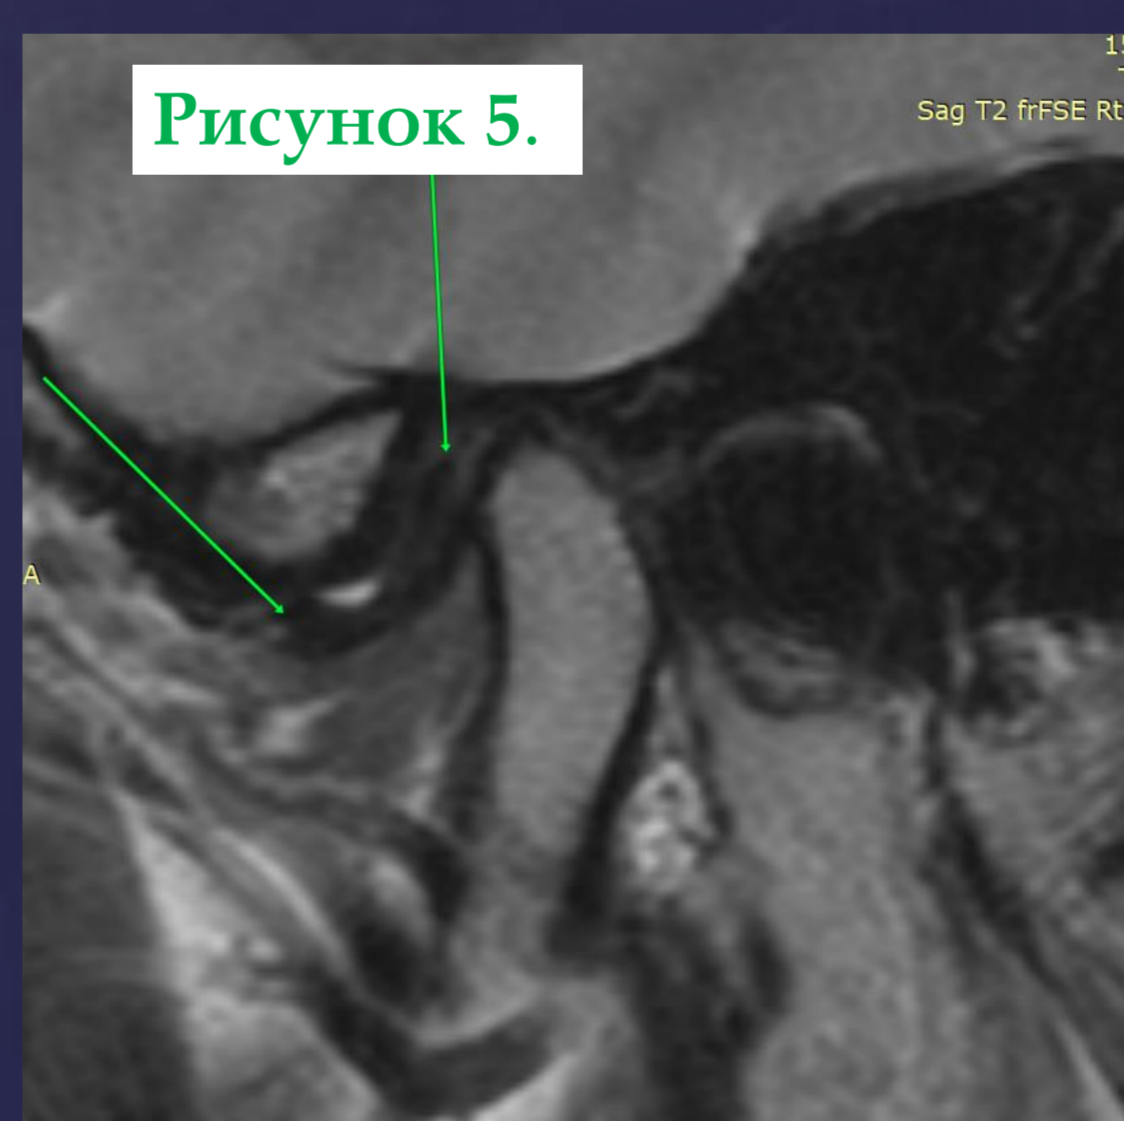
5. МРТ слева. Закрытый рот: Стрелками показана передняя дислокация суставного диска
